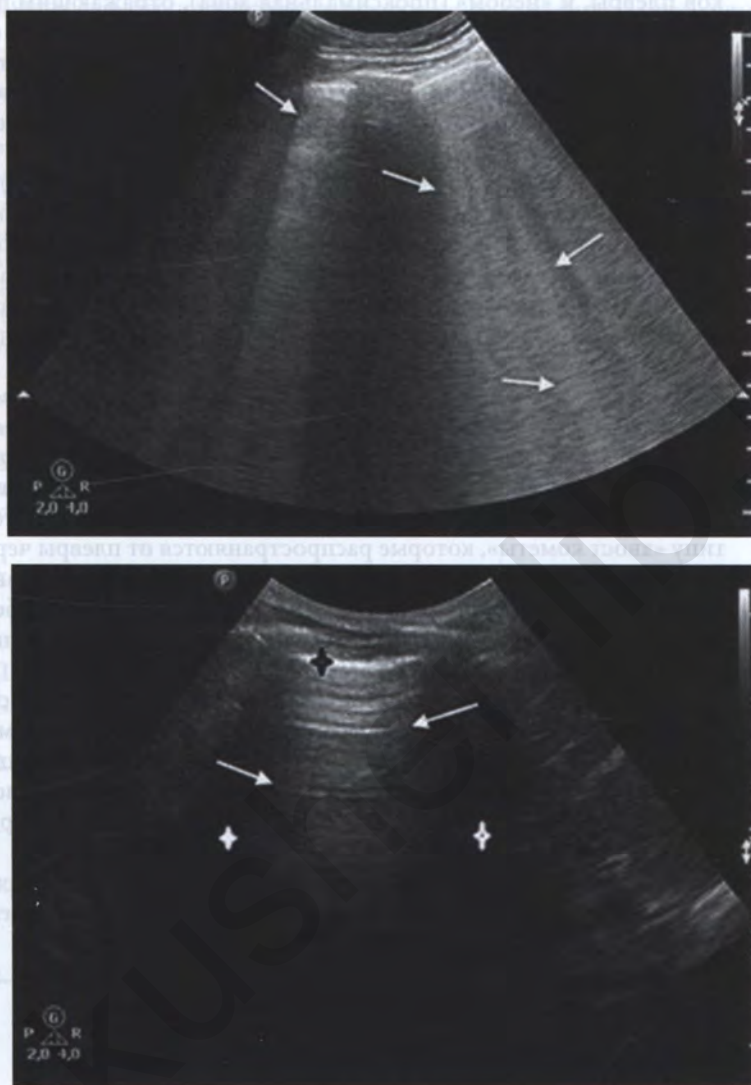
Картина ультразвукового исследования легких в норме и при патологии, в частности на фоне отека легких. Верхняя панель: многочисленные сливающиеся В-линии (стрелки) свидетельствуют о выраженном отеке легких. Нижняя панель: нормальная картина ультразвукового исследования легких с наличием горизонтальных А-линий (стрелки), тени ребра (белая звездочка), линии плевры (черная звездочка). (Воспроизведено с разрешения: Zielekiewicz L., Lagier D., Contargyris C. et al. Lung ultrasound-guided management of acute breathlessness during pregnancy. *Anaesthesia*. 2013;68:97–101)
